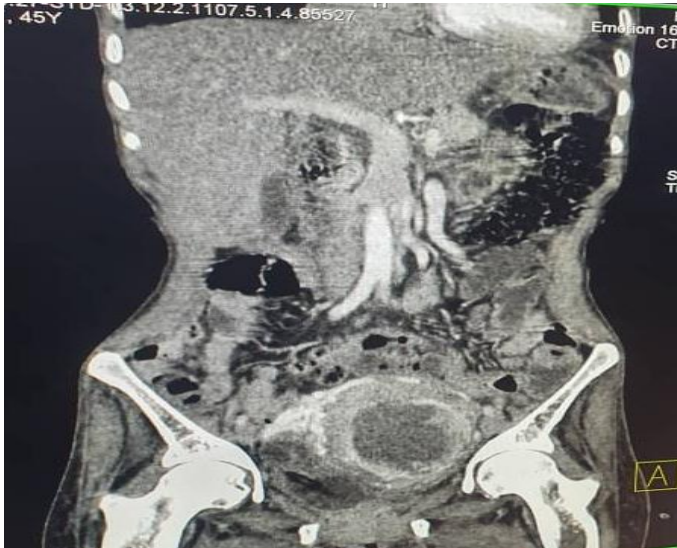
TDM abdominale en coupe sagittale injectée, fenêtre parenchymateuse montrant une tuméfaction hétérogène du col de l'utérus.
